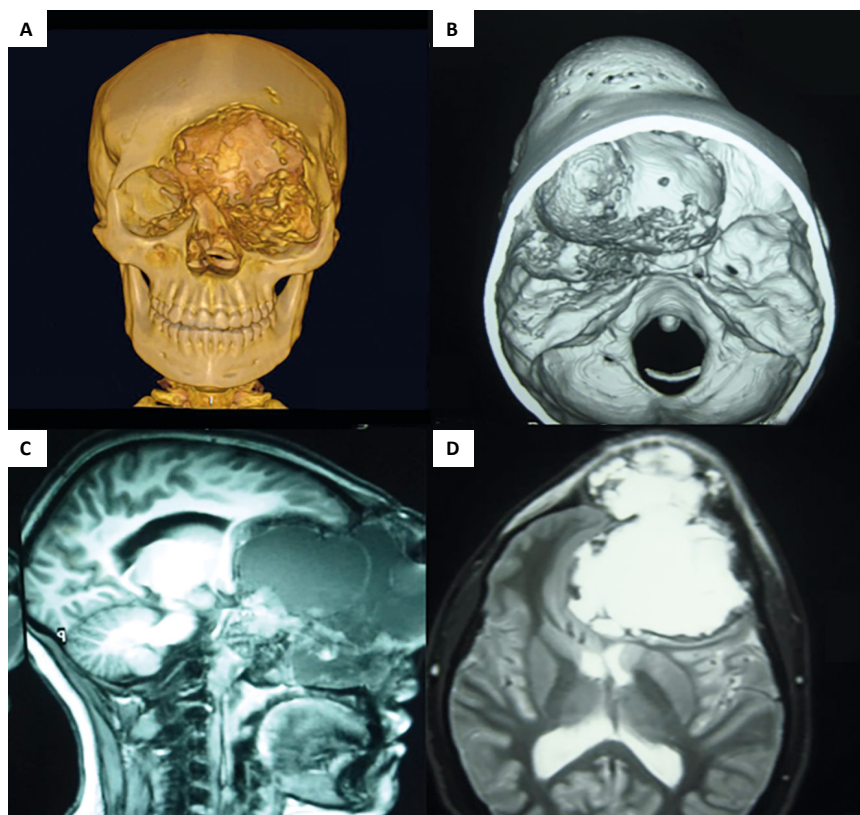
A) Tomografía espiral multicorte (TEM) de macizo facial y cráneo con reconstrucción en 3D. B) Forado a nivel de base de cráneo en una toma de la TEM de cráneo. C y D) Resonancia magnética nuclear con gran compromiso intracraneal con desplazamiento del encéfalo.
